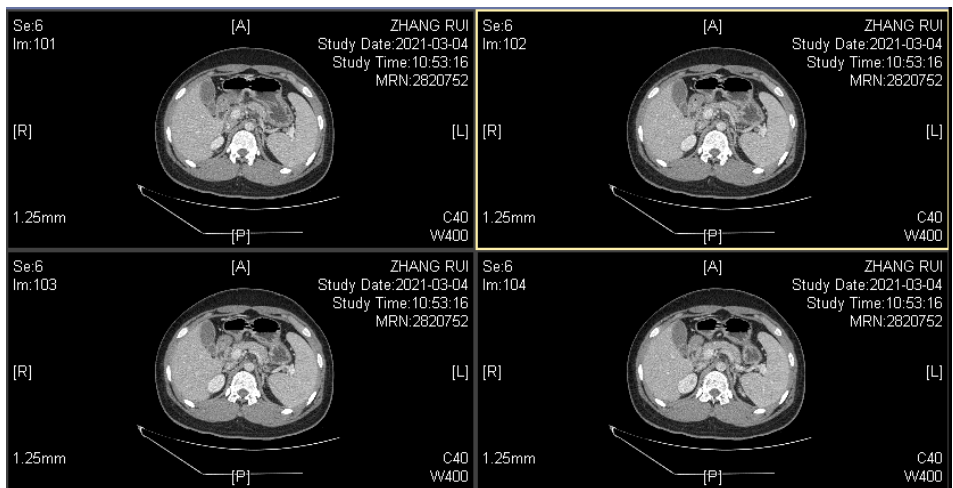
Enhanced CT of the upper abdomen
